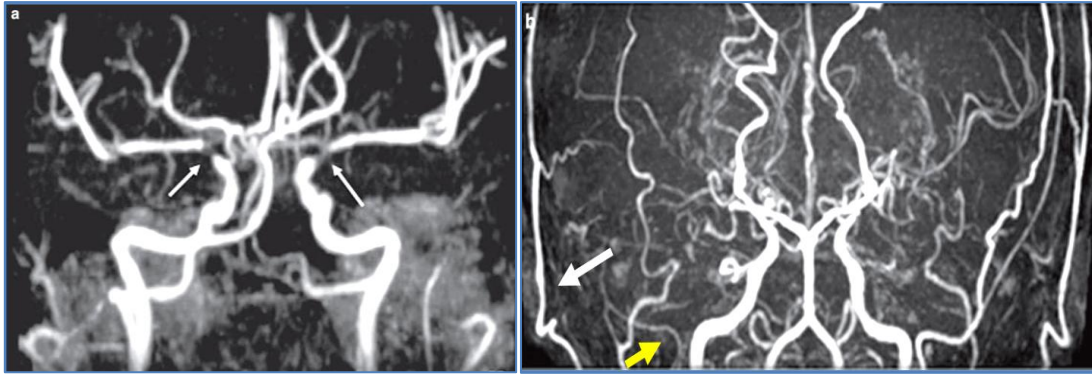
Angio-IRM cérébrale montrant une occlusion bilatérale de l'ACI et des artères cérébrales antérieure et moyenne (flèches jaunes) et le développement des vaisseaux dit 'vaisseaux Moyamoya' (flèches blanche). Image tirée de l'ouvrage de Tominaga et Cho « moyamoya disease update » (5).
